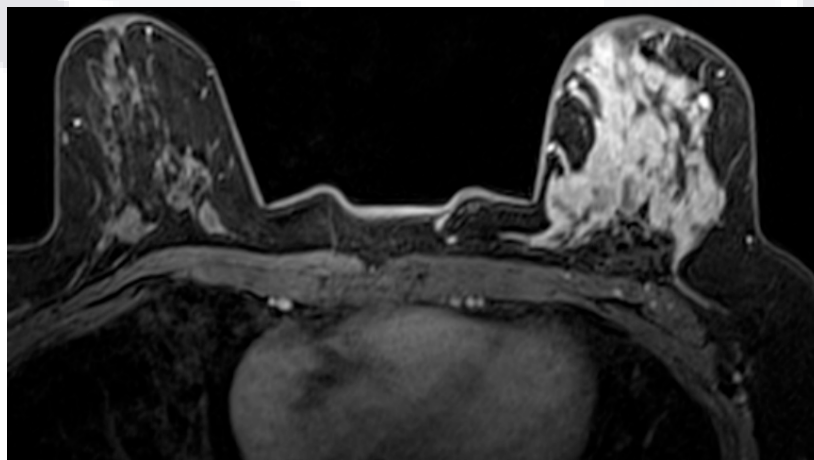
Corte axial de RM en secuencia T1 contrastada con sustracción, que muestra un realce asimétrico por predominio de la mama izquierda
